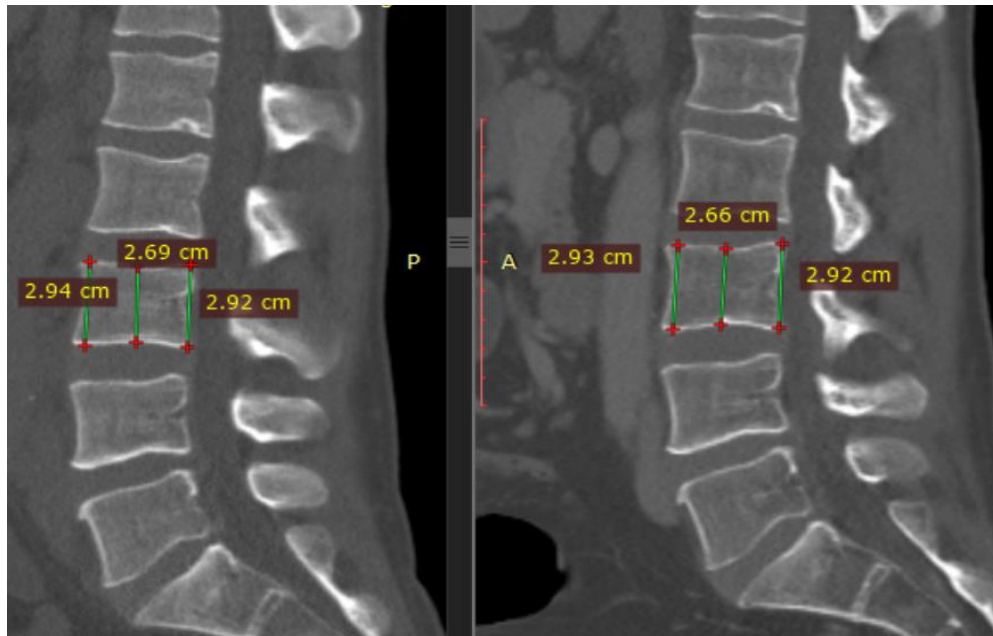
Сагітальні зображення КТ. Морфометрія у чоловіка 42 років з дифузною В-великоклітинною лімфомою на рівні L₃ з нормальною МЦКТ на діагностичному етапі (зліва) та після завершення хіміотерапії (справа)
